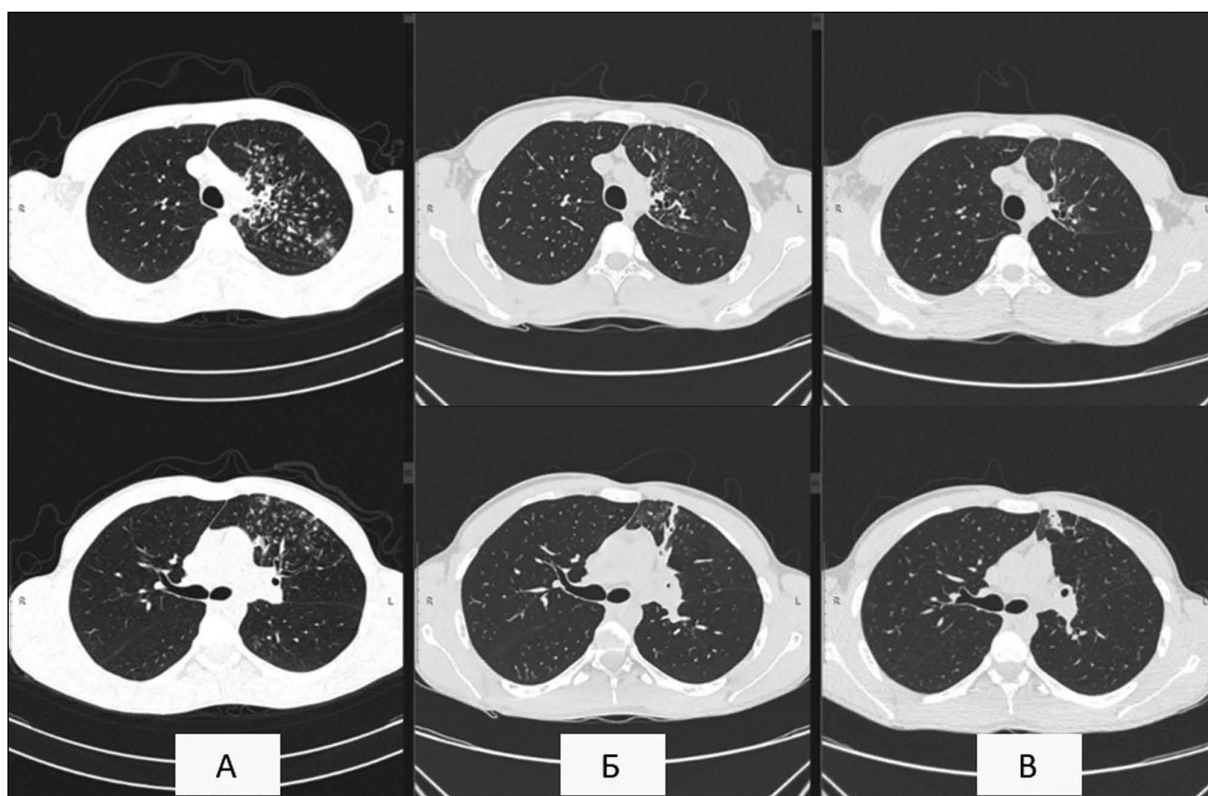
Рентгенологическая динамика (А – 06.01.2021 г., Б – 11.06.2021 г., В – 17.08.2021 г.)
